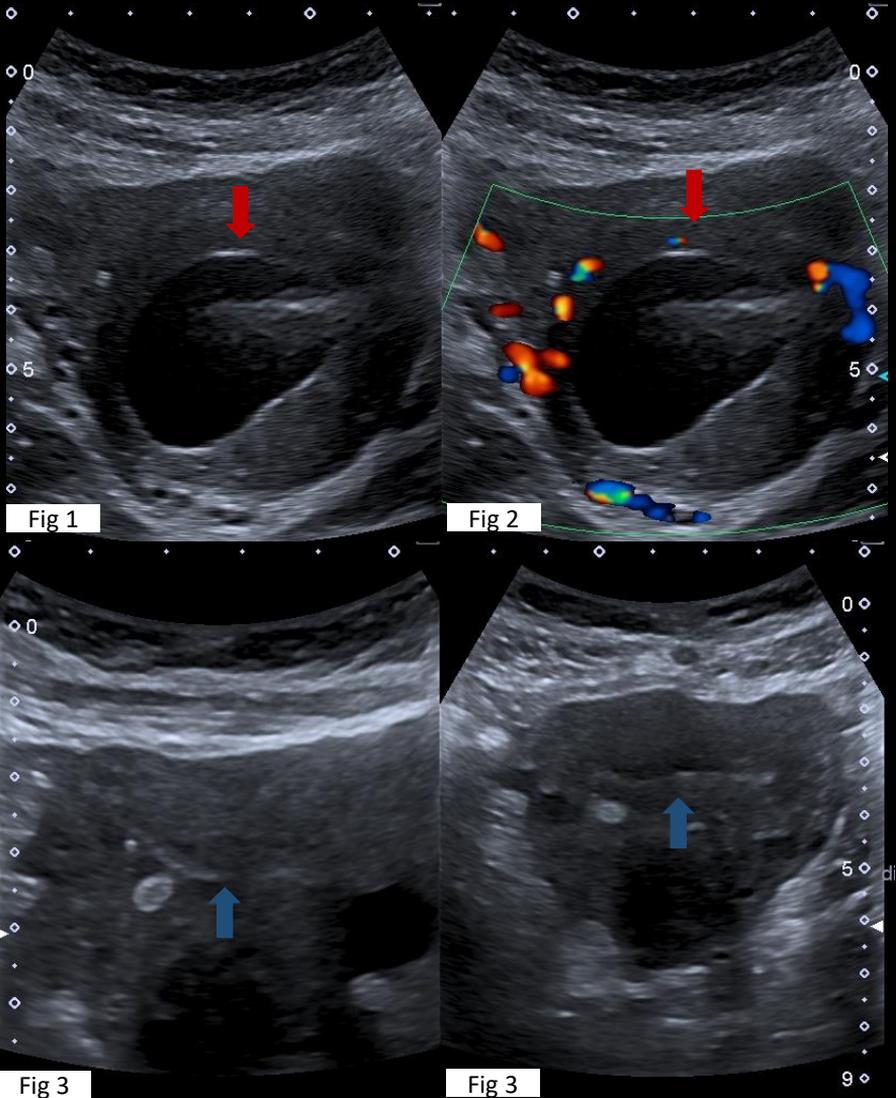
2) Ecografía transvaginal muestra útero con mioma en su pared anterior que presenta centro anecoico compatible con cambios quísticos. (flecha roja)
